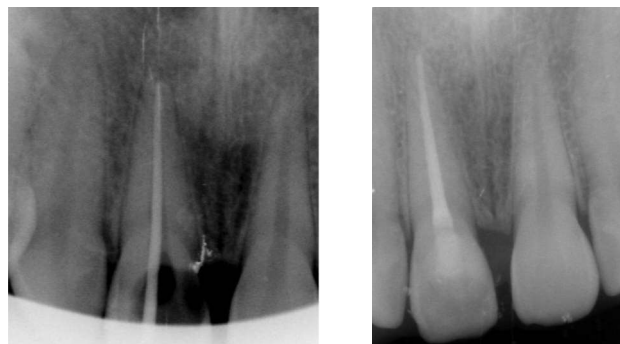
Radiografía de conometría y radiografía de obturación final.
